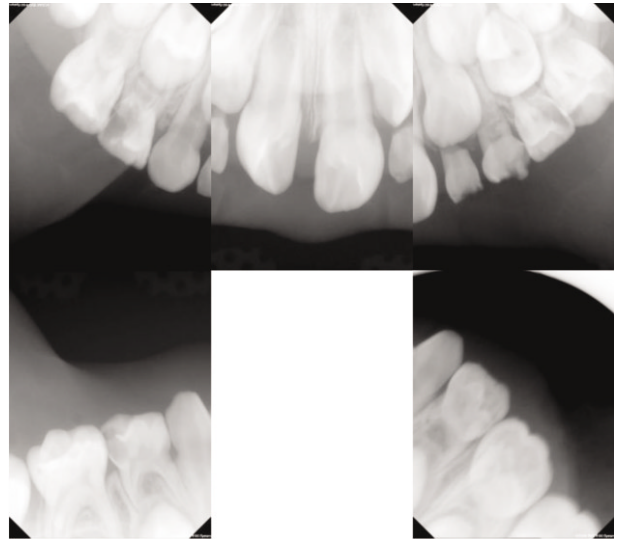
Intraoral periapical radiographs of pre-operation.
